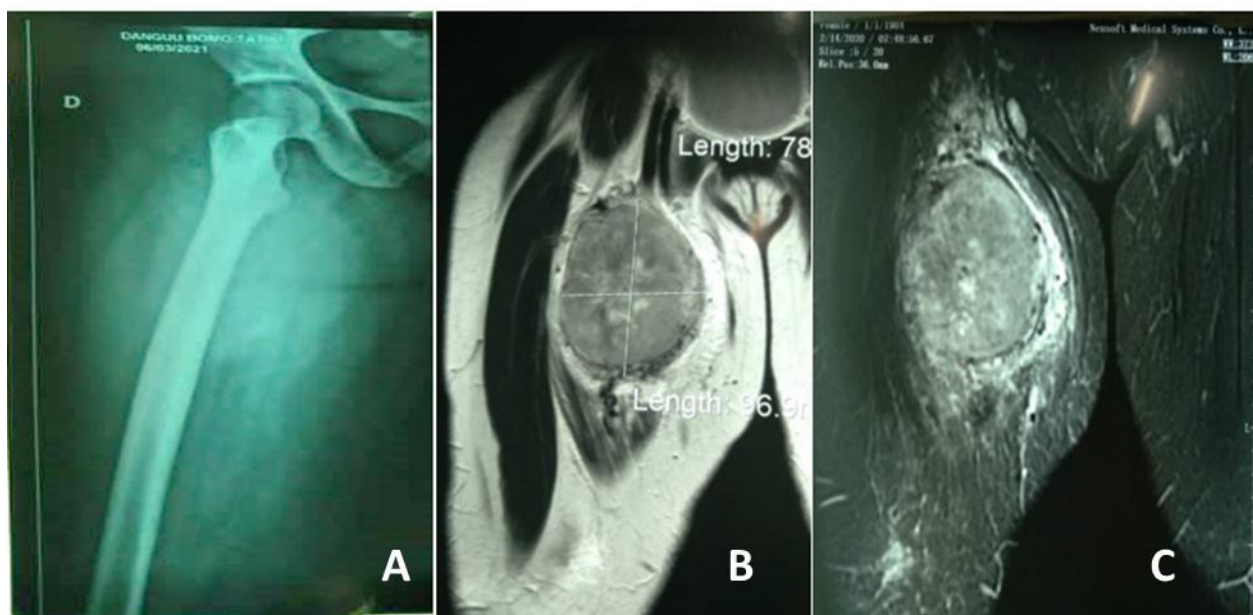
A, B, C : A. Radiographie de la cuisse droite de profil mettant en évidence une densification des parties molles au tiers supérieur de la cuisse sans lésion osseuse évidente ni calcification. B. Coupe coronale T2 montrant une masse hétérogène bien limitée refoulant les structures de voisinage sans les envahir en hyper signal. C. Coupe coronale T1 gado montrant une masse hétérogène en hyper signal après injection de gadolinium.
